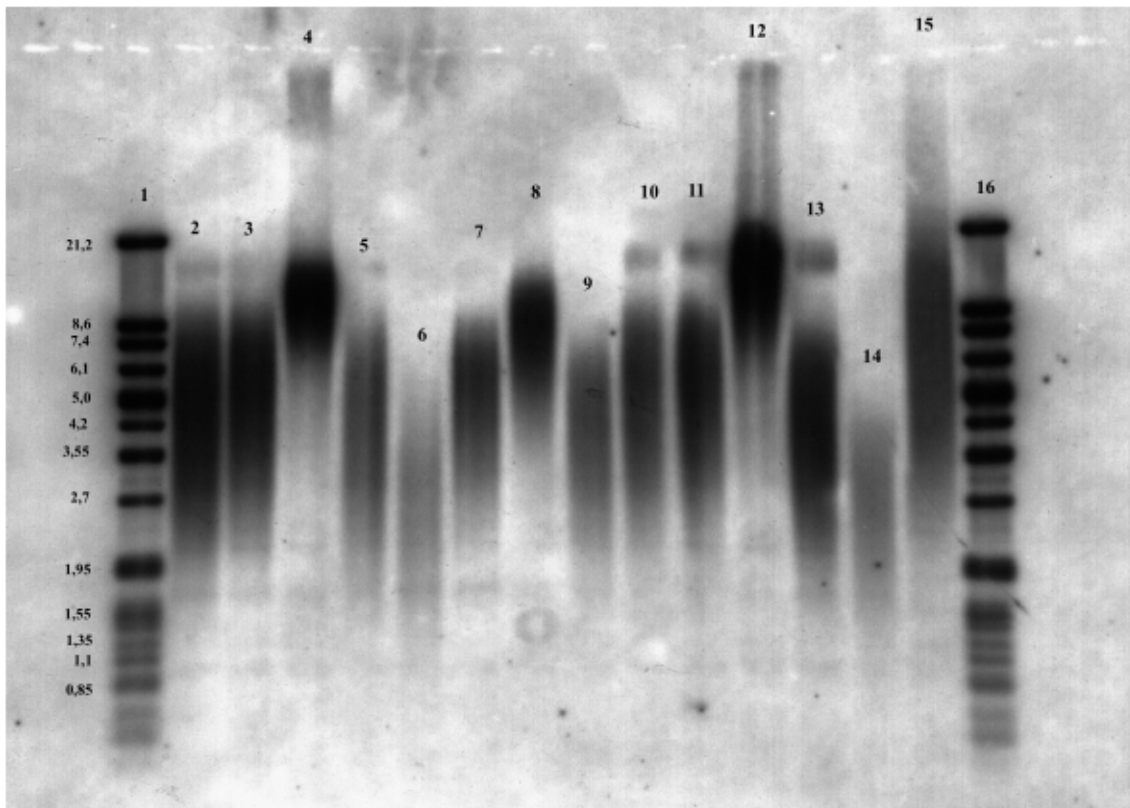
Southern-Blot II zur Bestimmung der Telomerenlänge für RM-82 und STA-ET1. Angabe der Länge der Terminalen Restriktionsfragmente (TRF) in Kilobasenpaare (kbp).
